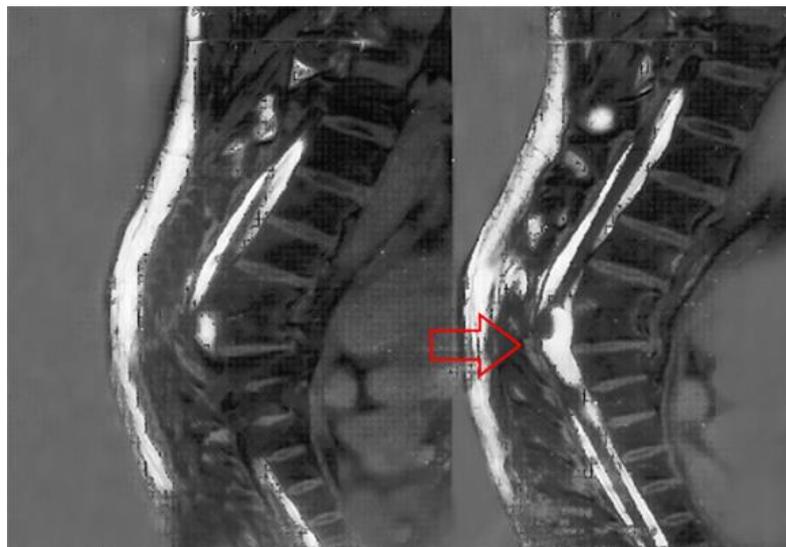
Corte sagital de la RMN apreciándose la imagen patológica entre D7-D9.
